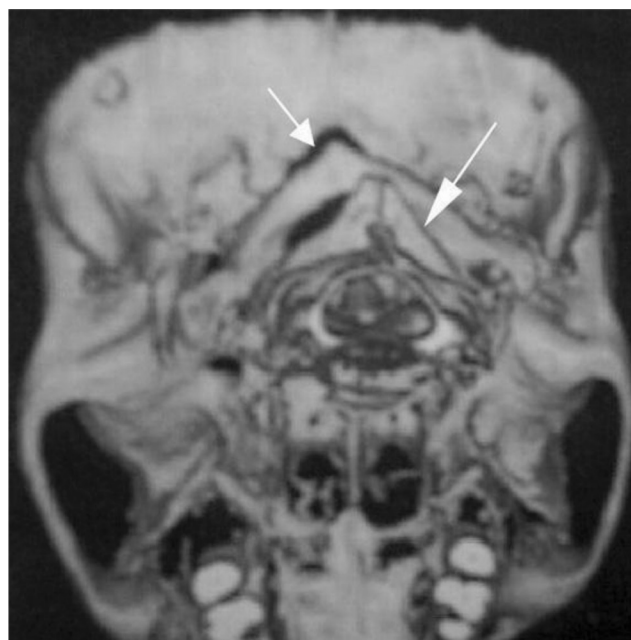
КТ-зображення МАК II типу (маль-ротация задніх дуг С1 (довга стрілка) та С2 (коротка стрілка) [4]
